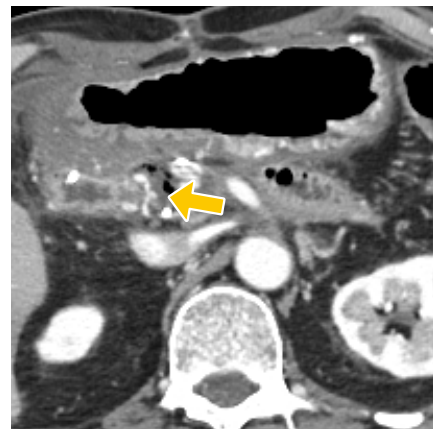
造影CT。後上膵十二指腸動脈の仮性動脈瘤(矢印)。胃十二指腸動脈からの距離が約5mmと短い。
